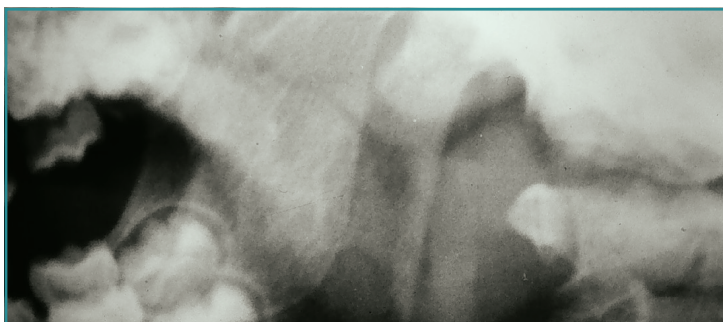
Radiografía lateral de *cavum*: hipertrofia adenoidea. A nivel de la rinofaringe, puede observarse la columna de aire casi colapsada a expensas de tejido blando.
